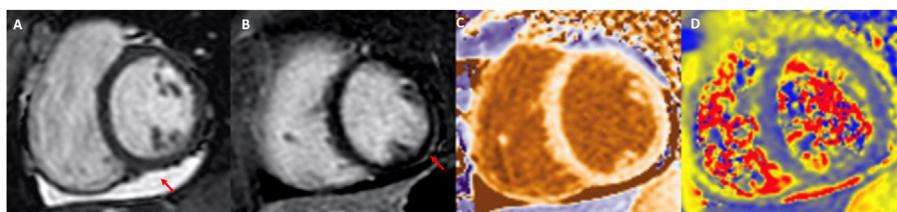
Ejemplo de resonancia magnética cardiaca en paciente con miocarditis por COVID-19. Se objetiva derrame pericárdico (A, flecha) en las secuencias de CINE SSFP, realce tardío subepicárdico en segmento inferolateral medio (B, flecha) y aumento de los valores de T1 en mapping nativo (C) y T2 en mapping (D).
